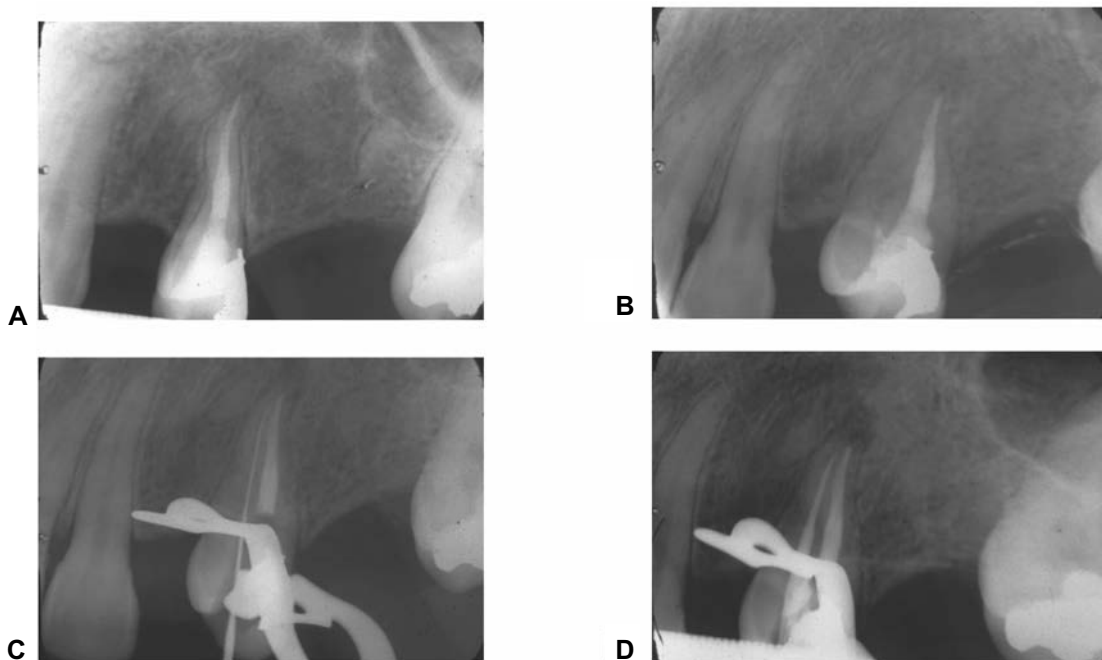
(A) Radiografía inicial ortorradales. (B) Radiografía con angulación mesiorradial en donde se aprecia el conducto palatino sin obturación. (C) Radiografía con una lima en el conducto palatino que no se había obturado. (D) Conducto palatino obturado.
